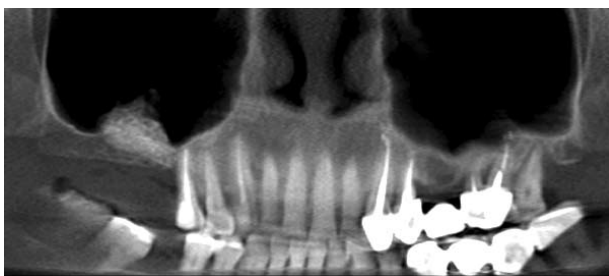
Ортопантомограмма. Пациент М., 56 лет, синуслифтинг в проекции зубов 1.6, 1.7 6 месяцев назад
